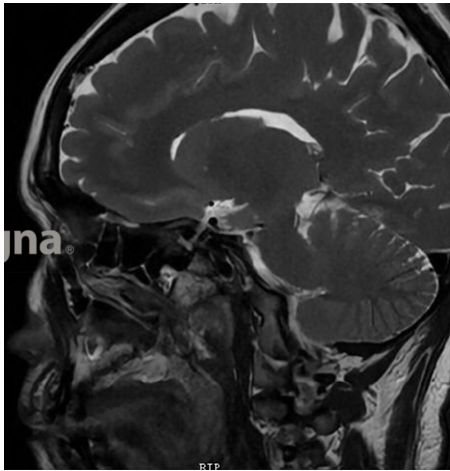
Resonancia magnética. Se observa crecimiento hiperintenso en la zona del paladar duro posterior.
